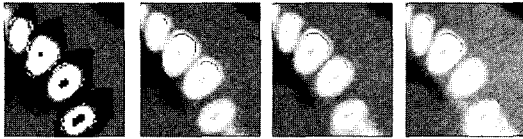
제어점을 많이 한 경우 치아 CT영상에서 추출된 치아 경계
